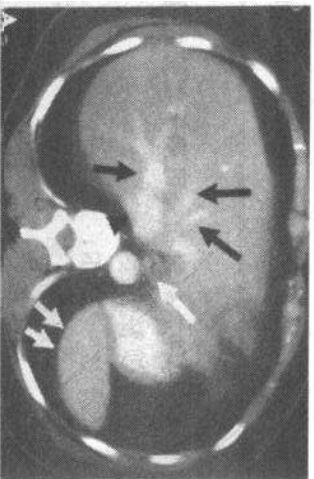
A. 正常 CT 解剖。肝静脉(箭)进入下腔静脉(箭头),食管(白箭),脾(双白箭)和腹主动脉均显示
